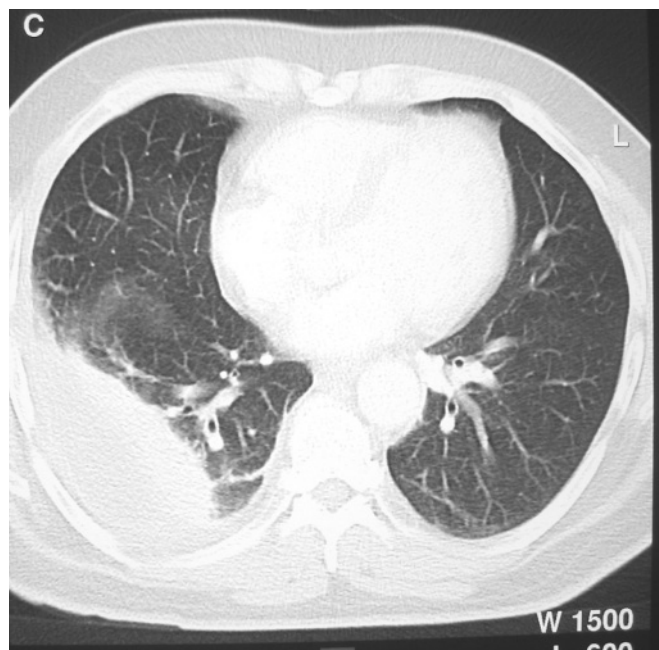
Tomografía axial computarizada de tórax del paciente n° 3 que muestra derrame pleural loculado posterior derecho correspondiente a empiema por *Actinomyces*.
